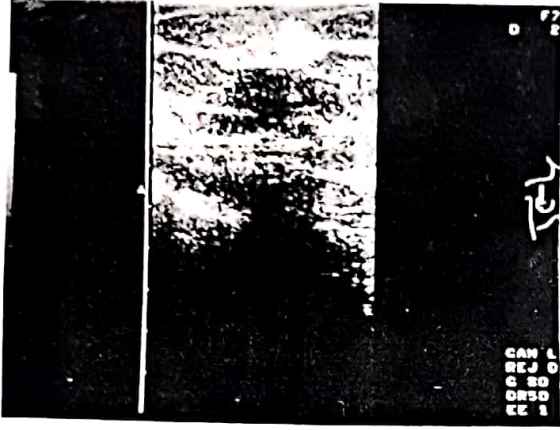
Sol meme iç kesimde düzgün konturda fibroadenom kitlesinin ultrasonografik görünümü
